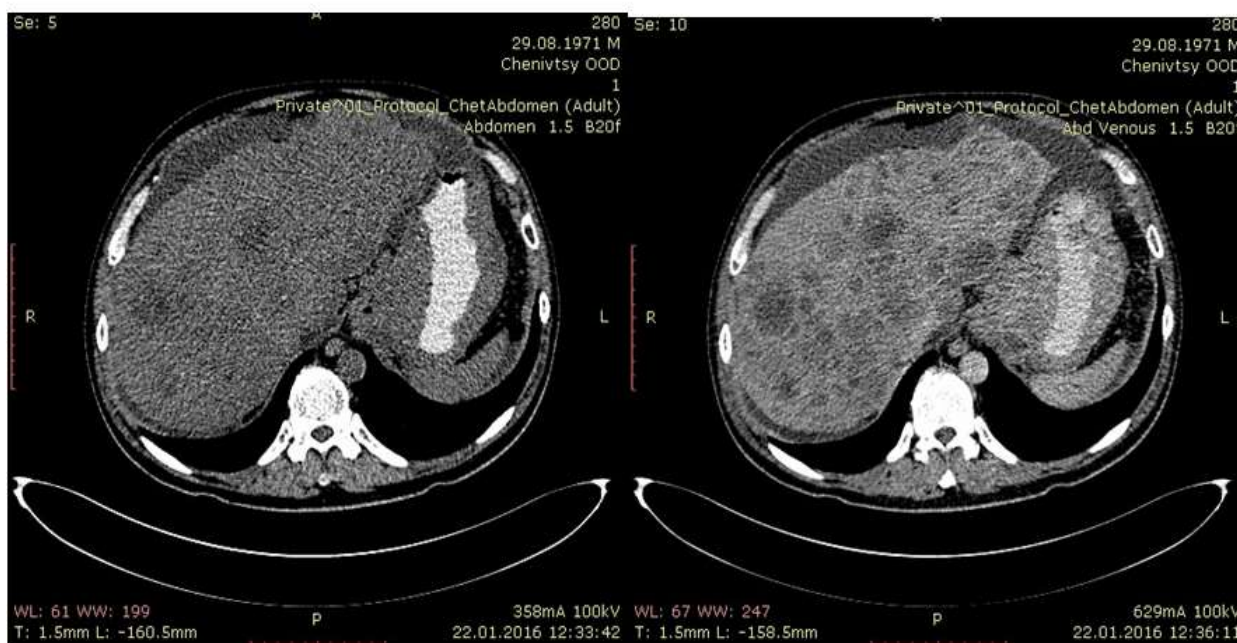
КТ хворого О. на рак кардіального відділу шлунка з метастазами у печінку та заочеревинні лімфовузли
